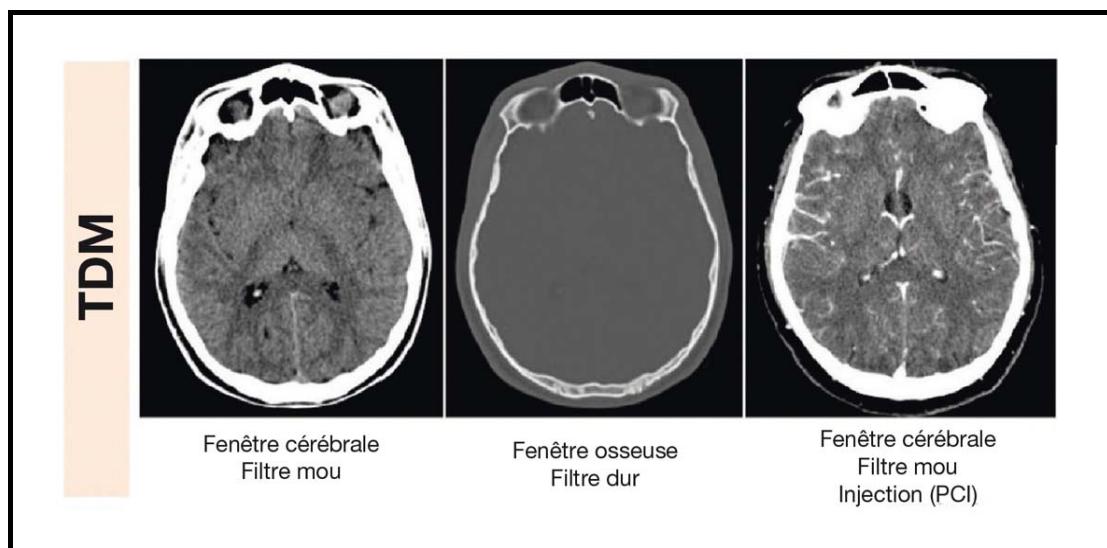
Coupes scanographiques axiales avec les contrastes accessibles en TDM [105].
